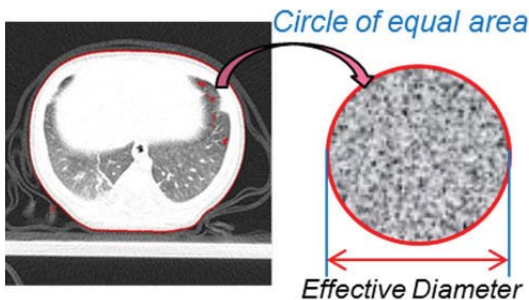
원본 CT 영상과 분할된 영역(좌), 분할된 영역과 동일한 면적을 가지는 유효직경
